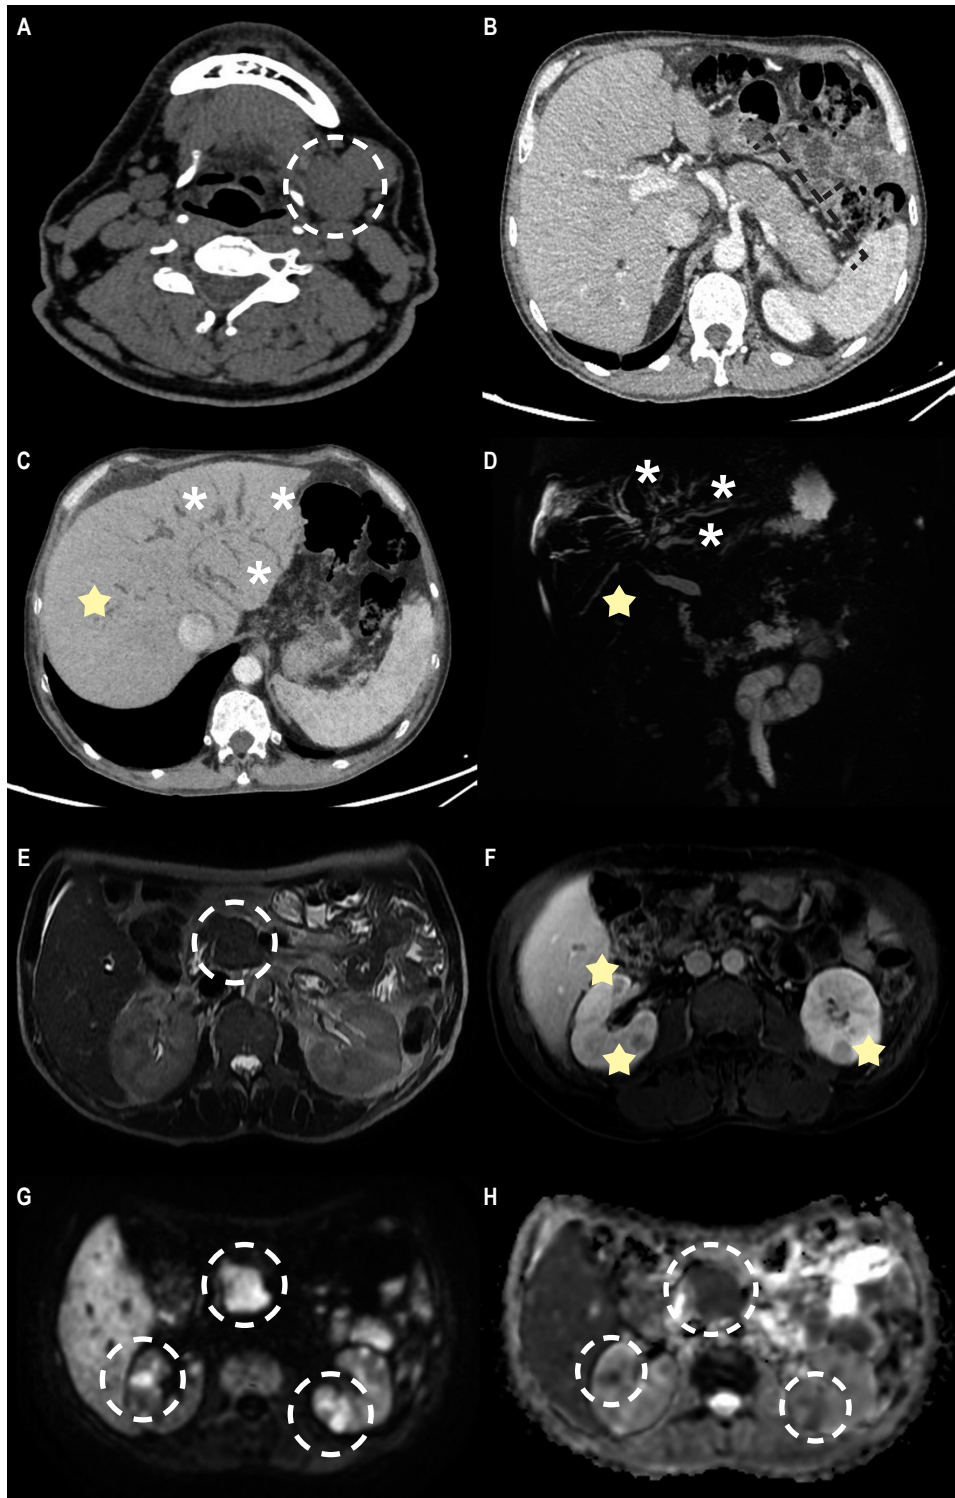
A. La tomografía axial computarizada (TAC) sin contraste 2 años antes de la admisión muestra un aumento de volumen de la glándula submandibular izquierda, asociado con algunas adenopatías adyacentes. B. La TAC con contraste muestra un halo hipoatenuante característico alrededor del cuerpo y la cola del páncreas, un hallazgo sugestivo de pancreatitis autoinmune difusa. C y D. La reconstrucción MinIP y la colangiorresonancia muestran una dilatación de la vía biliar intrahepática (asterisco), así como áreas de estenosis segmentarias (estrella). E. Imagen de resonancia magnética axial ponderada en T2 que muestra un agrandamiento focal bien delimitado a nivel de la cabeza, que se correlaciona con restricción en la difusión (G). F, G y H. Imagen de resonancia magnética axial ponderada en T1 con contraste que muestra múltiples lesiones nodulares renales bien definidas, las cuales muestran realce a la administración de contraste y se correlacionan con restricción a la difusión (G y H). Fuente: expediente médico del paciente.
